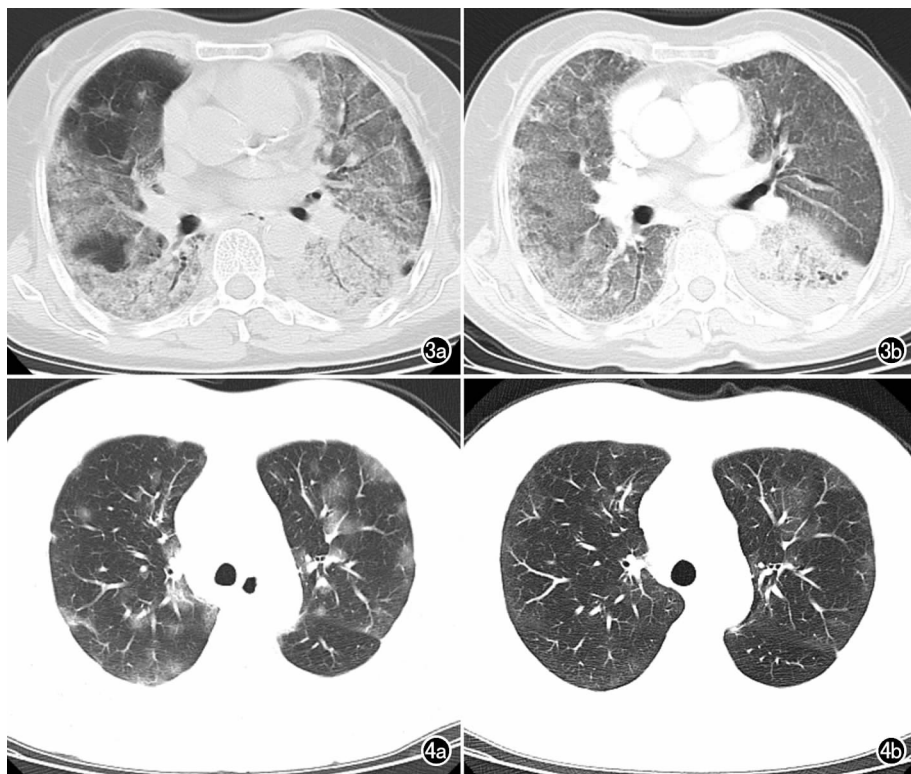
甲型 H1N1 流感肺炎。a) 发热 4 天时 CT 检查,两肺多发磨玻璃密度影及实变,右中叶及右下叶背段近斜裂处相对透亮;b) 6d 后复查,病变范围增大,呈“白肺”状。
